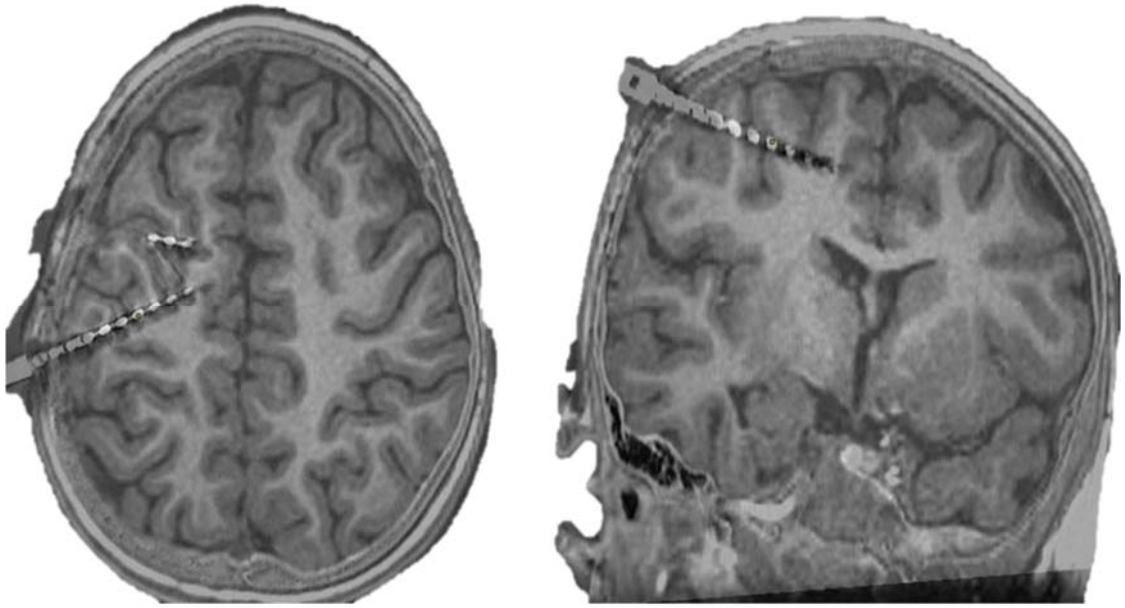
Совмещенное МРТ и КТ головного мозга с имплантированными стереотаксическими электродами
